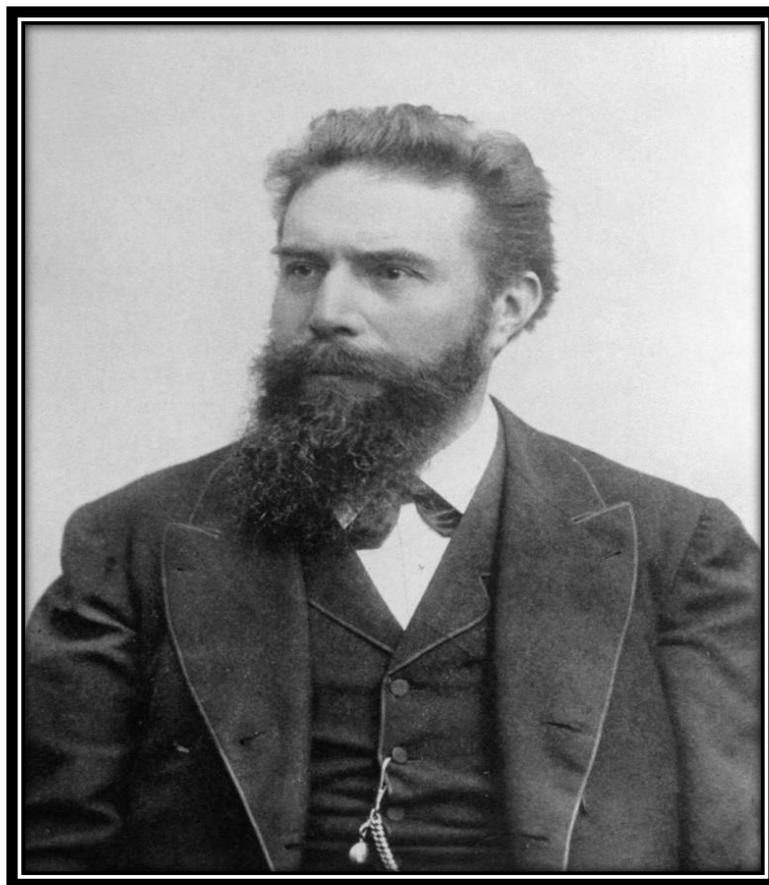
Pr Wilhelm Conrad Roentgen : découvreur des rayons X
